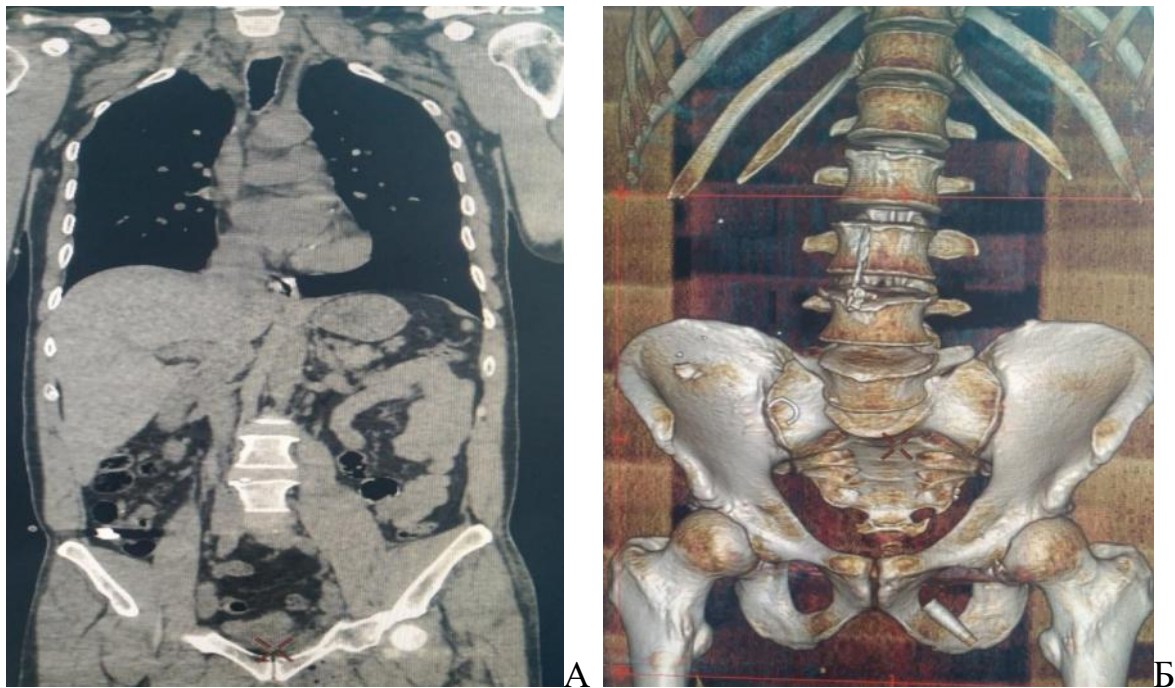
Сриншоти СКТ органів черевної порожнини. Поранений Л., 53 роки. Друга доба після поранення. Фрагмент незнімного мостоподібного металокерамічного протезу верхньої щелепи металевої щільності в просвіті сліпої кишки з дрібними залишками протезу та стороннім тілом (металевим осколком) розмірами 1,0×0,8 см: А – коронарна проекція; Б – 3D реконструкція.
